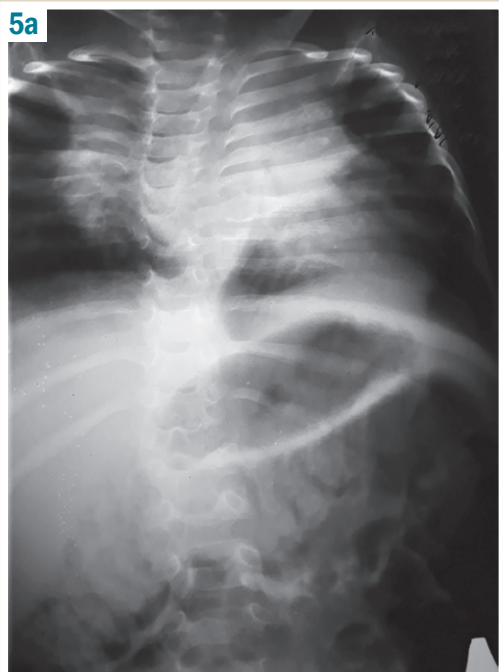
Рентгенологічне обстеження грудо-поперекового відділу хребта через 5 місяців лікування:
